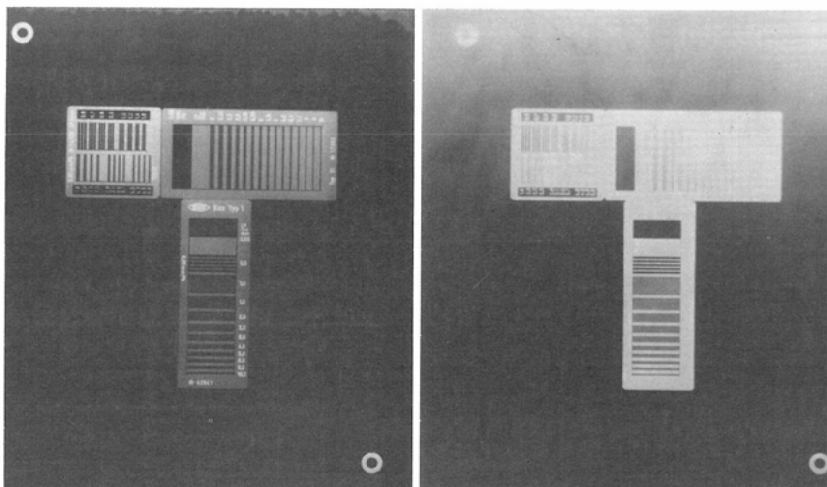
Spatial resolution with X-ray chart: Fix mode: Conventional X-ray dose (left) 2.5 LP/mm: 1/2 dose (right) 2.5 LP/mm
